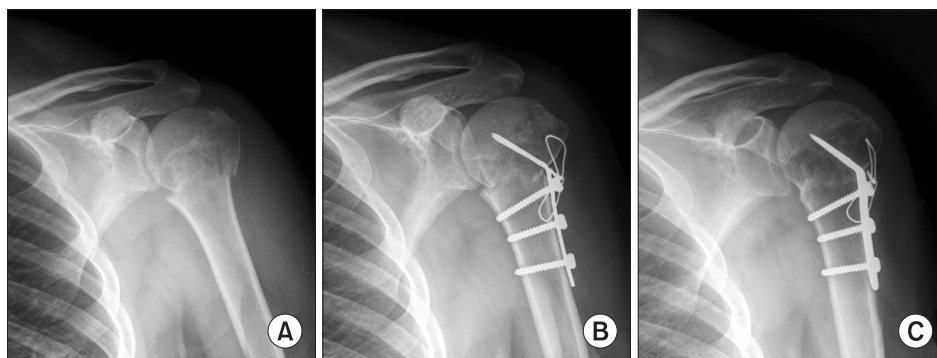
A 64-year-old man who was treated using bifurcated plate and tension band wiring. (A) The preoperative radiograph shows 2-part proximal humerus fracture. (B) The postoperative radiograph shows reduction and fixation with bifurcated plate and tension band wiring. (C) The radiograph taken at last follow up shows bony union. Patient's clinical result using Neer's criteria was good and neck shaft angle using Paavolainen's method was fair.
